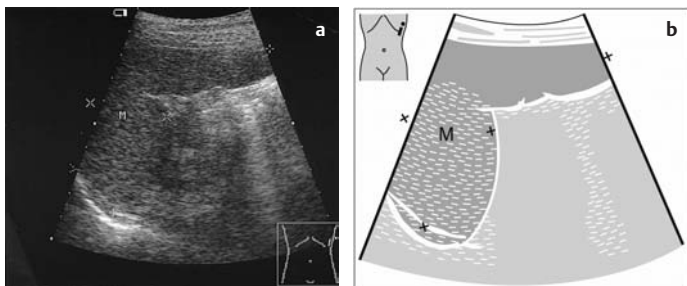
a u. b Sonographische Darstellung der Milz im Längsschnitt (hoher Flankenschnitt links)
